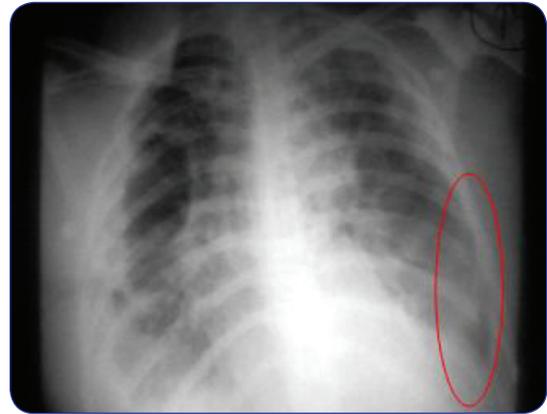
Radiografía del paciente 10 días después del trauma.
